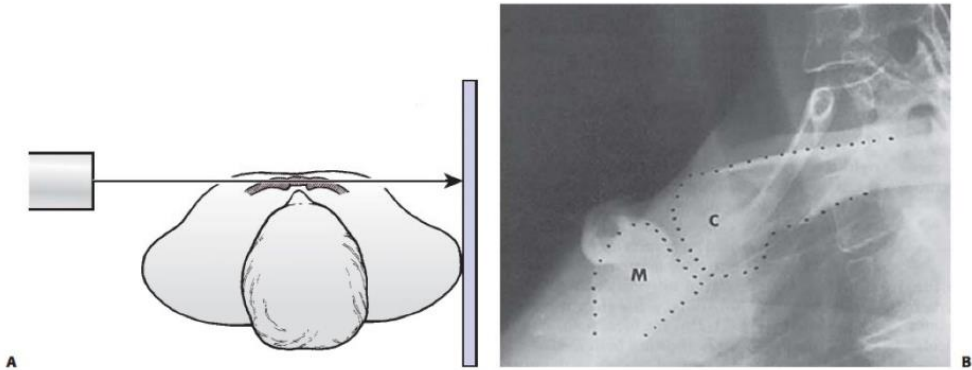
Heineig view. A: Positioning of the patient for x-ray evaluation of the sternoclavicular joint, as described by Heineig. B: Heineig view demonstrating a normal relationship between the medial end of the clavicle (C) and the manubrium (M).
